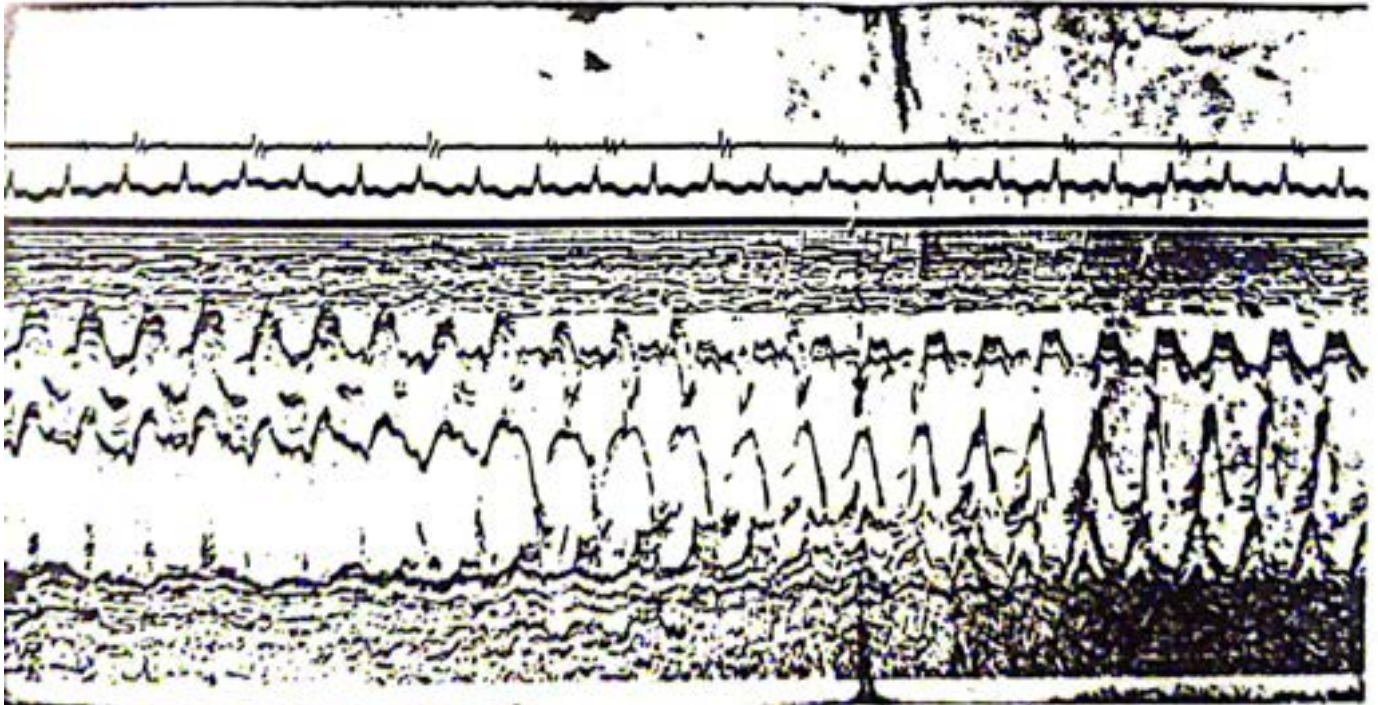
Ecocardiograma modo M. Demostrando vegetaciones tanto en la válvula Aórtica como Mitral.
